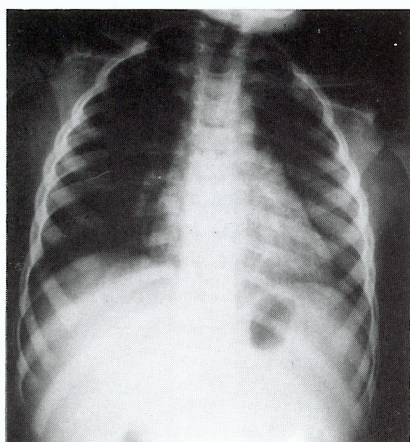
Radiografia do tórax um ano depois.
